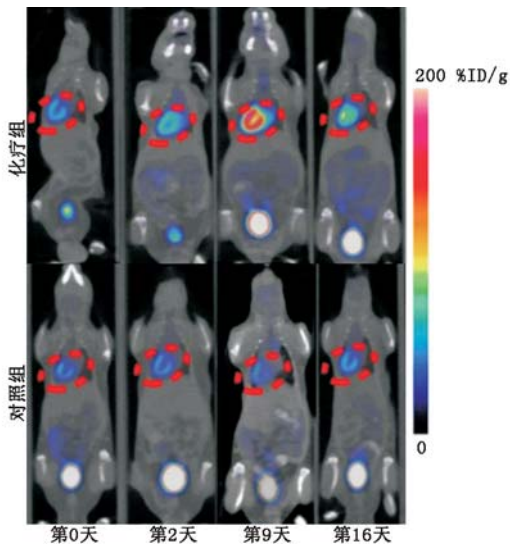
化疗组和对照组小鼠不同时间心肌 ^{18}F -脱氧葡萄糖(FDG)microPET/CT显像图。化疗组小鼠按体质量腹腔注射阿霉素(DOX) 4 mg/kg,对照组小鼠腹腔注射等量生理盐水;心肌组织用虚线圆圈表示;%ID/g为每克组织百分注射剂量率
